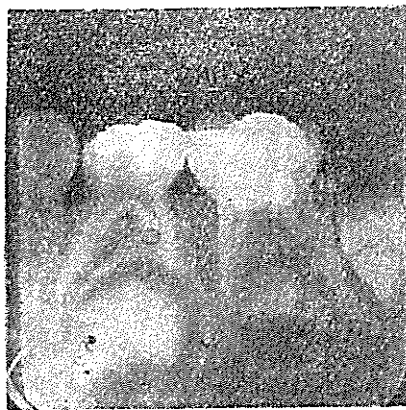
Roentgenography showing satisfactory appearance 7 months after treatment of lower right 2nd. primary molar.
